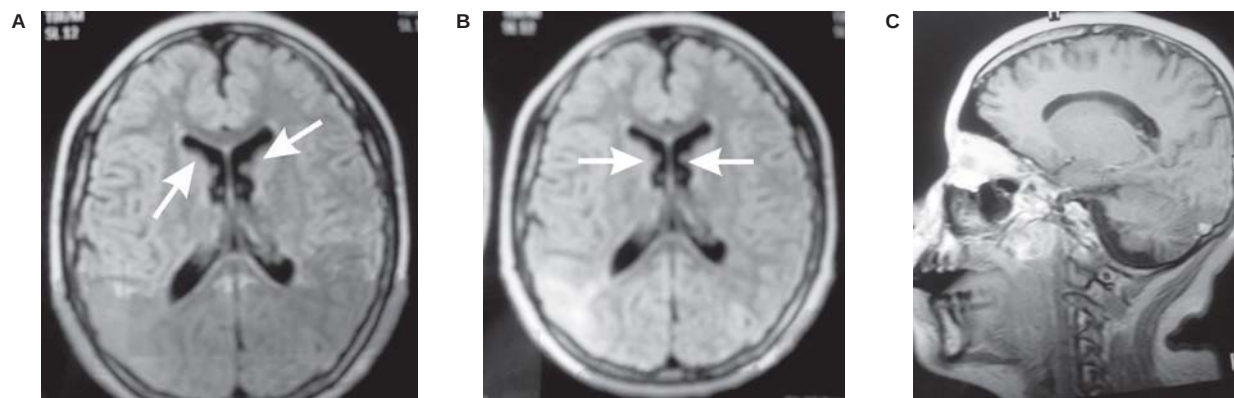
Resonancia magnética de encéfalo en diversas proyecciones que demuestran los hamartomas intraventriculares (flechas).
